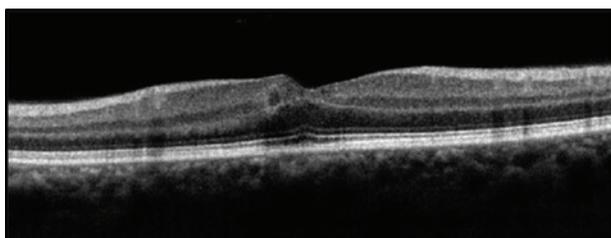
tomografia de coerência óptica OE: parede hiperrefletiva com interior hiporrefletivo na retina interna sugestivo de TelCap; presença de cistos intraretinianos.
